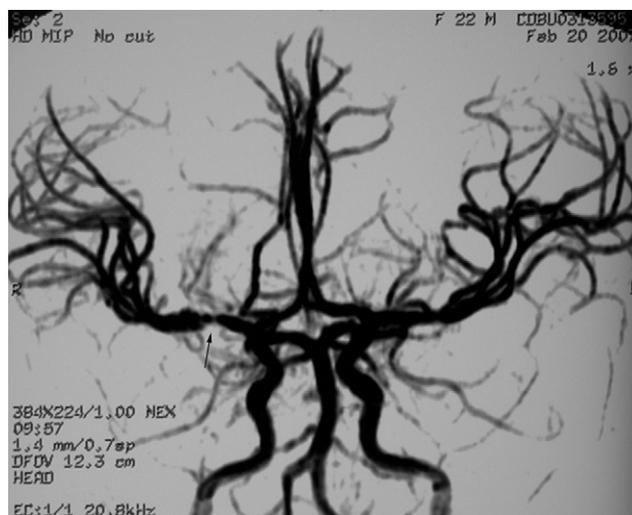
En la angio-RM 3D TOF, se aprecia lesión estenótica de margen irregular en el segmento M1 de la ACM derecha, que afecta a la salida de las arterias lenticuloestriadas.
